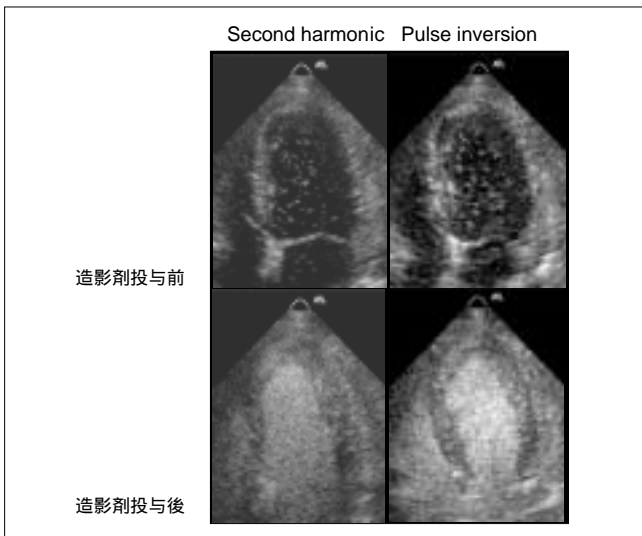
セカンドハーモニック法とパルスインバージョン法による心筋コントラストエコー法の比較
